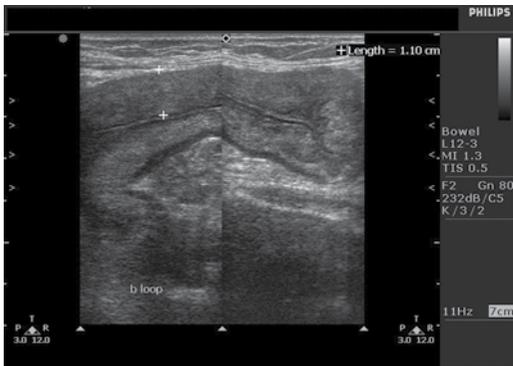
Imagen ultrasonográfica que muestra engrosamiento de la pared intestinal; con un engrosamiento mayor de 3.0 mm se debe sospechar isquemia intestinal
